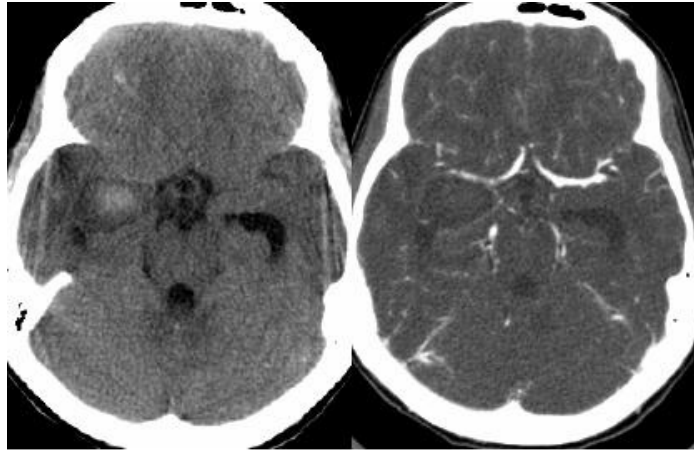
КТ. Судинний спазм. Вогнище ішемії в правій скроневій частці.
